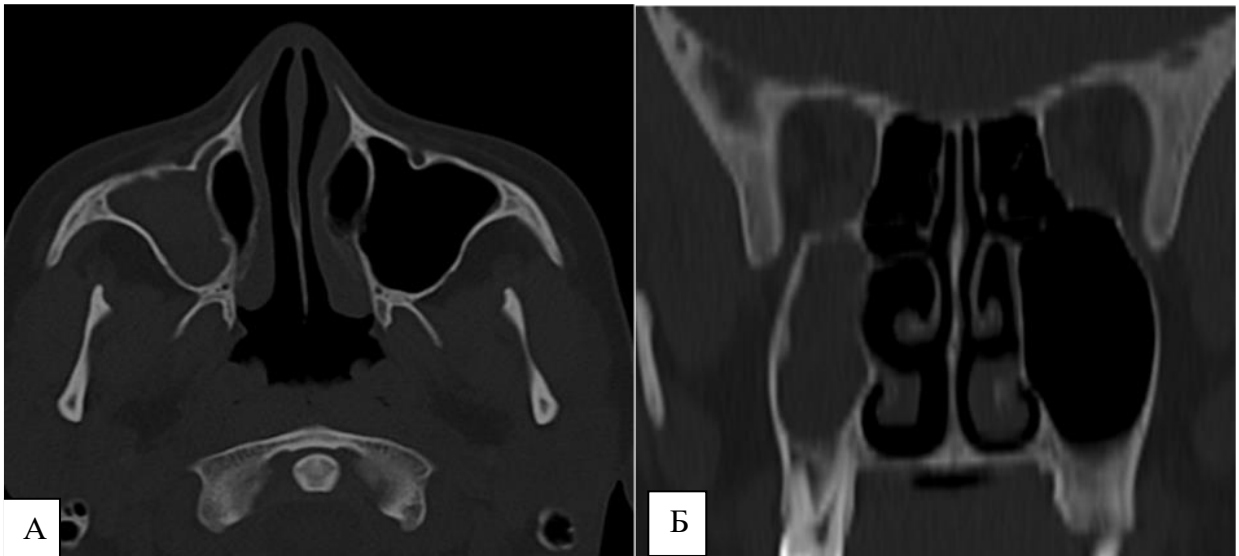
КТ снимок в аксиальном (а) и коронарном (б) срезе: справа наличие кисты и жидкости в гайморовой пазухе
